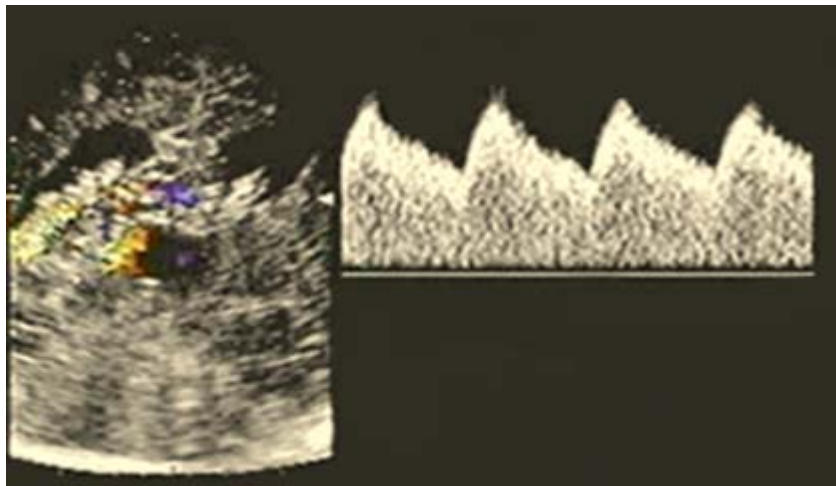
La imagen transversal bidimensional y la ecografía doppler codificada a color muestran el flujo turbulento perteneciente a la arteria coroidea derecha. La ecografía Doppler de onda pulsada exhibe la curva espectral continua del flujo sanguíneo correspondiente a la fístula arteriovenosa. Foto del autor.
